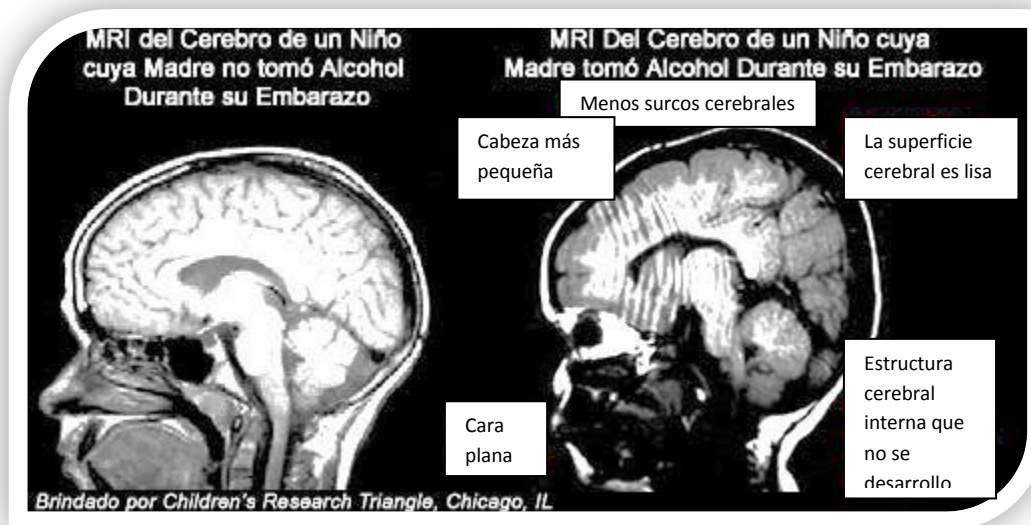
Resonancia magnética del cerebro de dos bebés.³⁹
